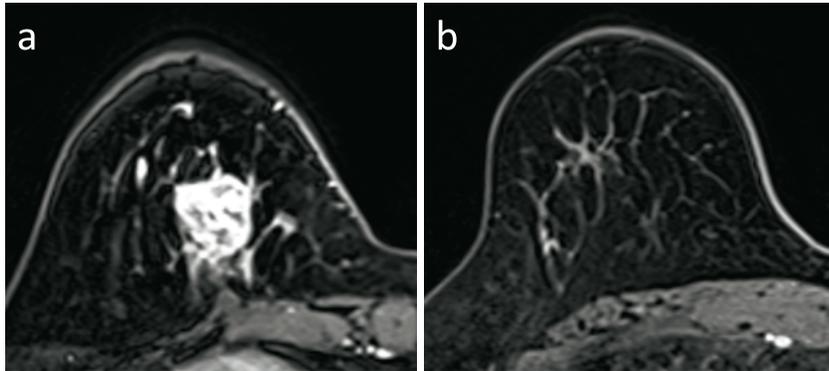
Contrast-enhanced magnetic resonance imaging : a : At diagnosis. b : After completion of neoadjuvant chemotherapy. The tumor has disappeared.
